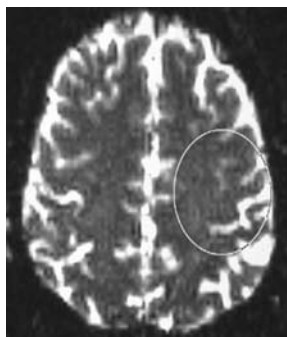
МР-томограма хворого з гліобластомою. 1 — проростання пухлиною кори головного мозку; 2 — поширення набряку на центральні звивини.
